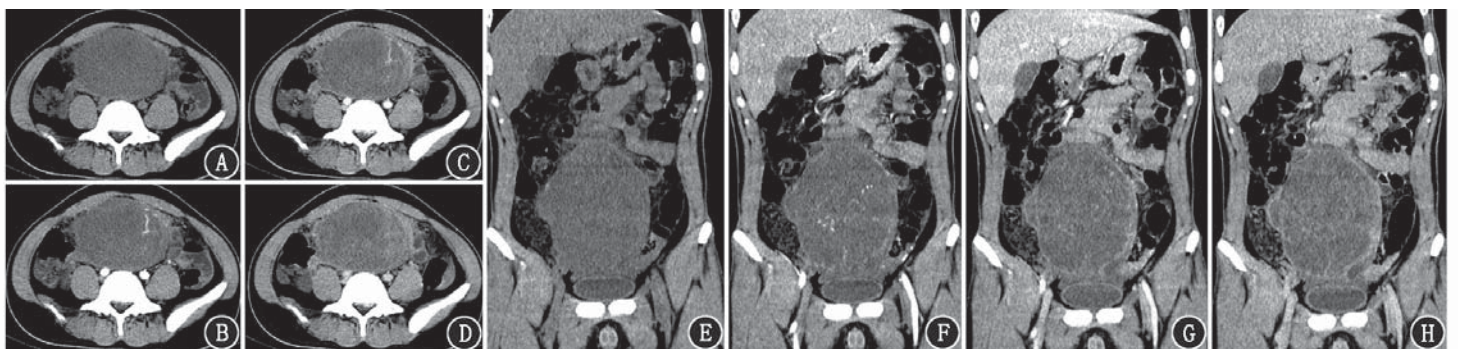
隐睾肿瘤患者(35 岁)腹、盆腔平扫及动态增强 CT 图像(第 1 列和第 2 列为横断位,余为冠状位)。可见下腹部、盆腔巨大非均质包块,大小约 13.4 cm×9.0 cm×15.4 cm(最大横截面×上下径),密度偏低,平扫(A、E)CT 值约 18~32 HU,边界大致清晰;增强扫描(B~D、F~H)示病灶不均匀强化,早期(B、F)病灶内可见肿瘤血管显影,快速退出,间隔持续强化
